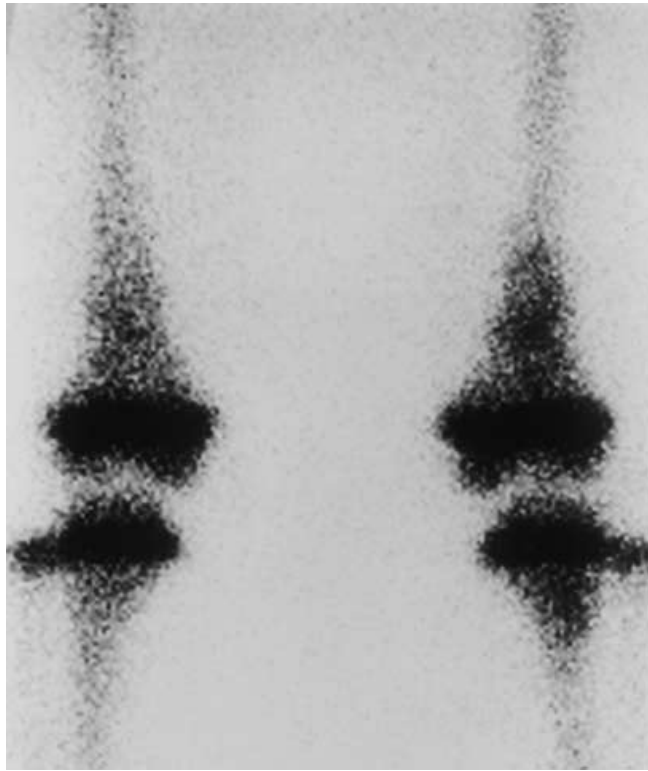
scintigraphie osseuse au technétium montrant une hyperfixation au niveau de la partie distale du fémur et de la partie proximale du tibia en rapport avec des métastases osseuses.
